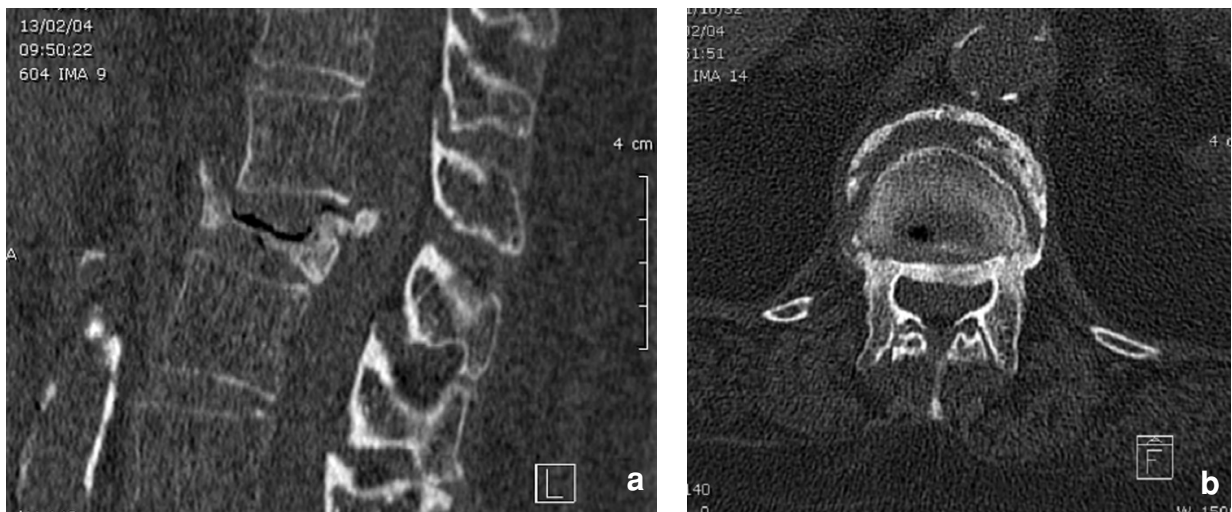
Fracture ostéoporotique avec vide intrasomatique. Image TDM sagittale (6a) et axiale (6b). Recul du coin postérosupérieur.
